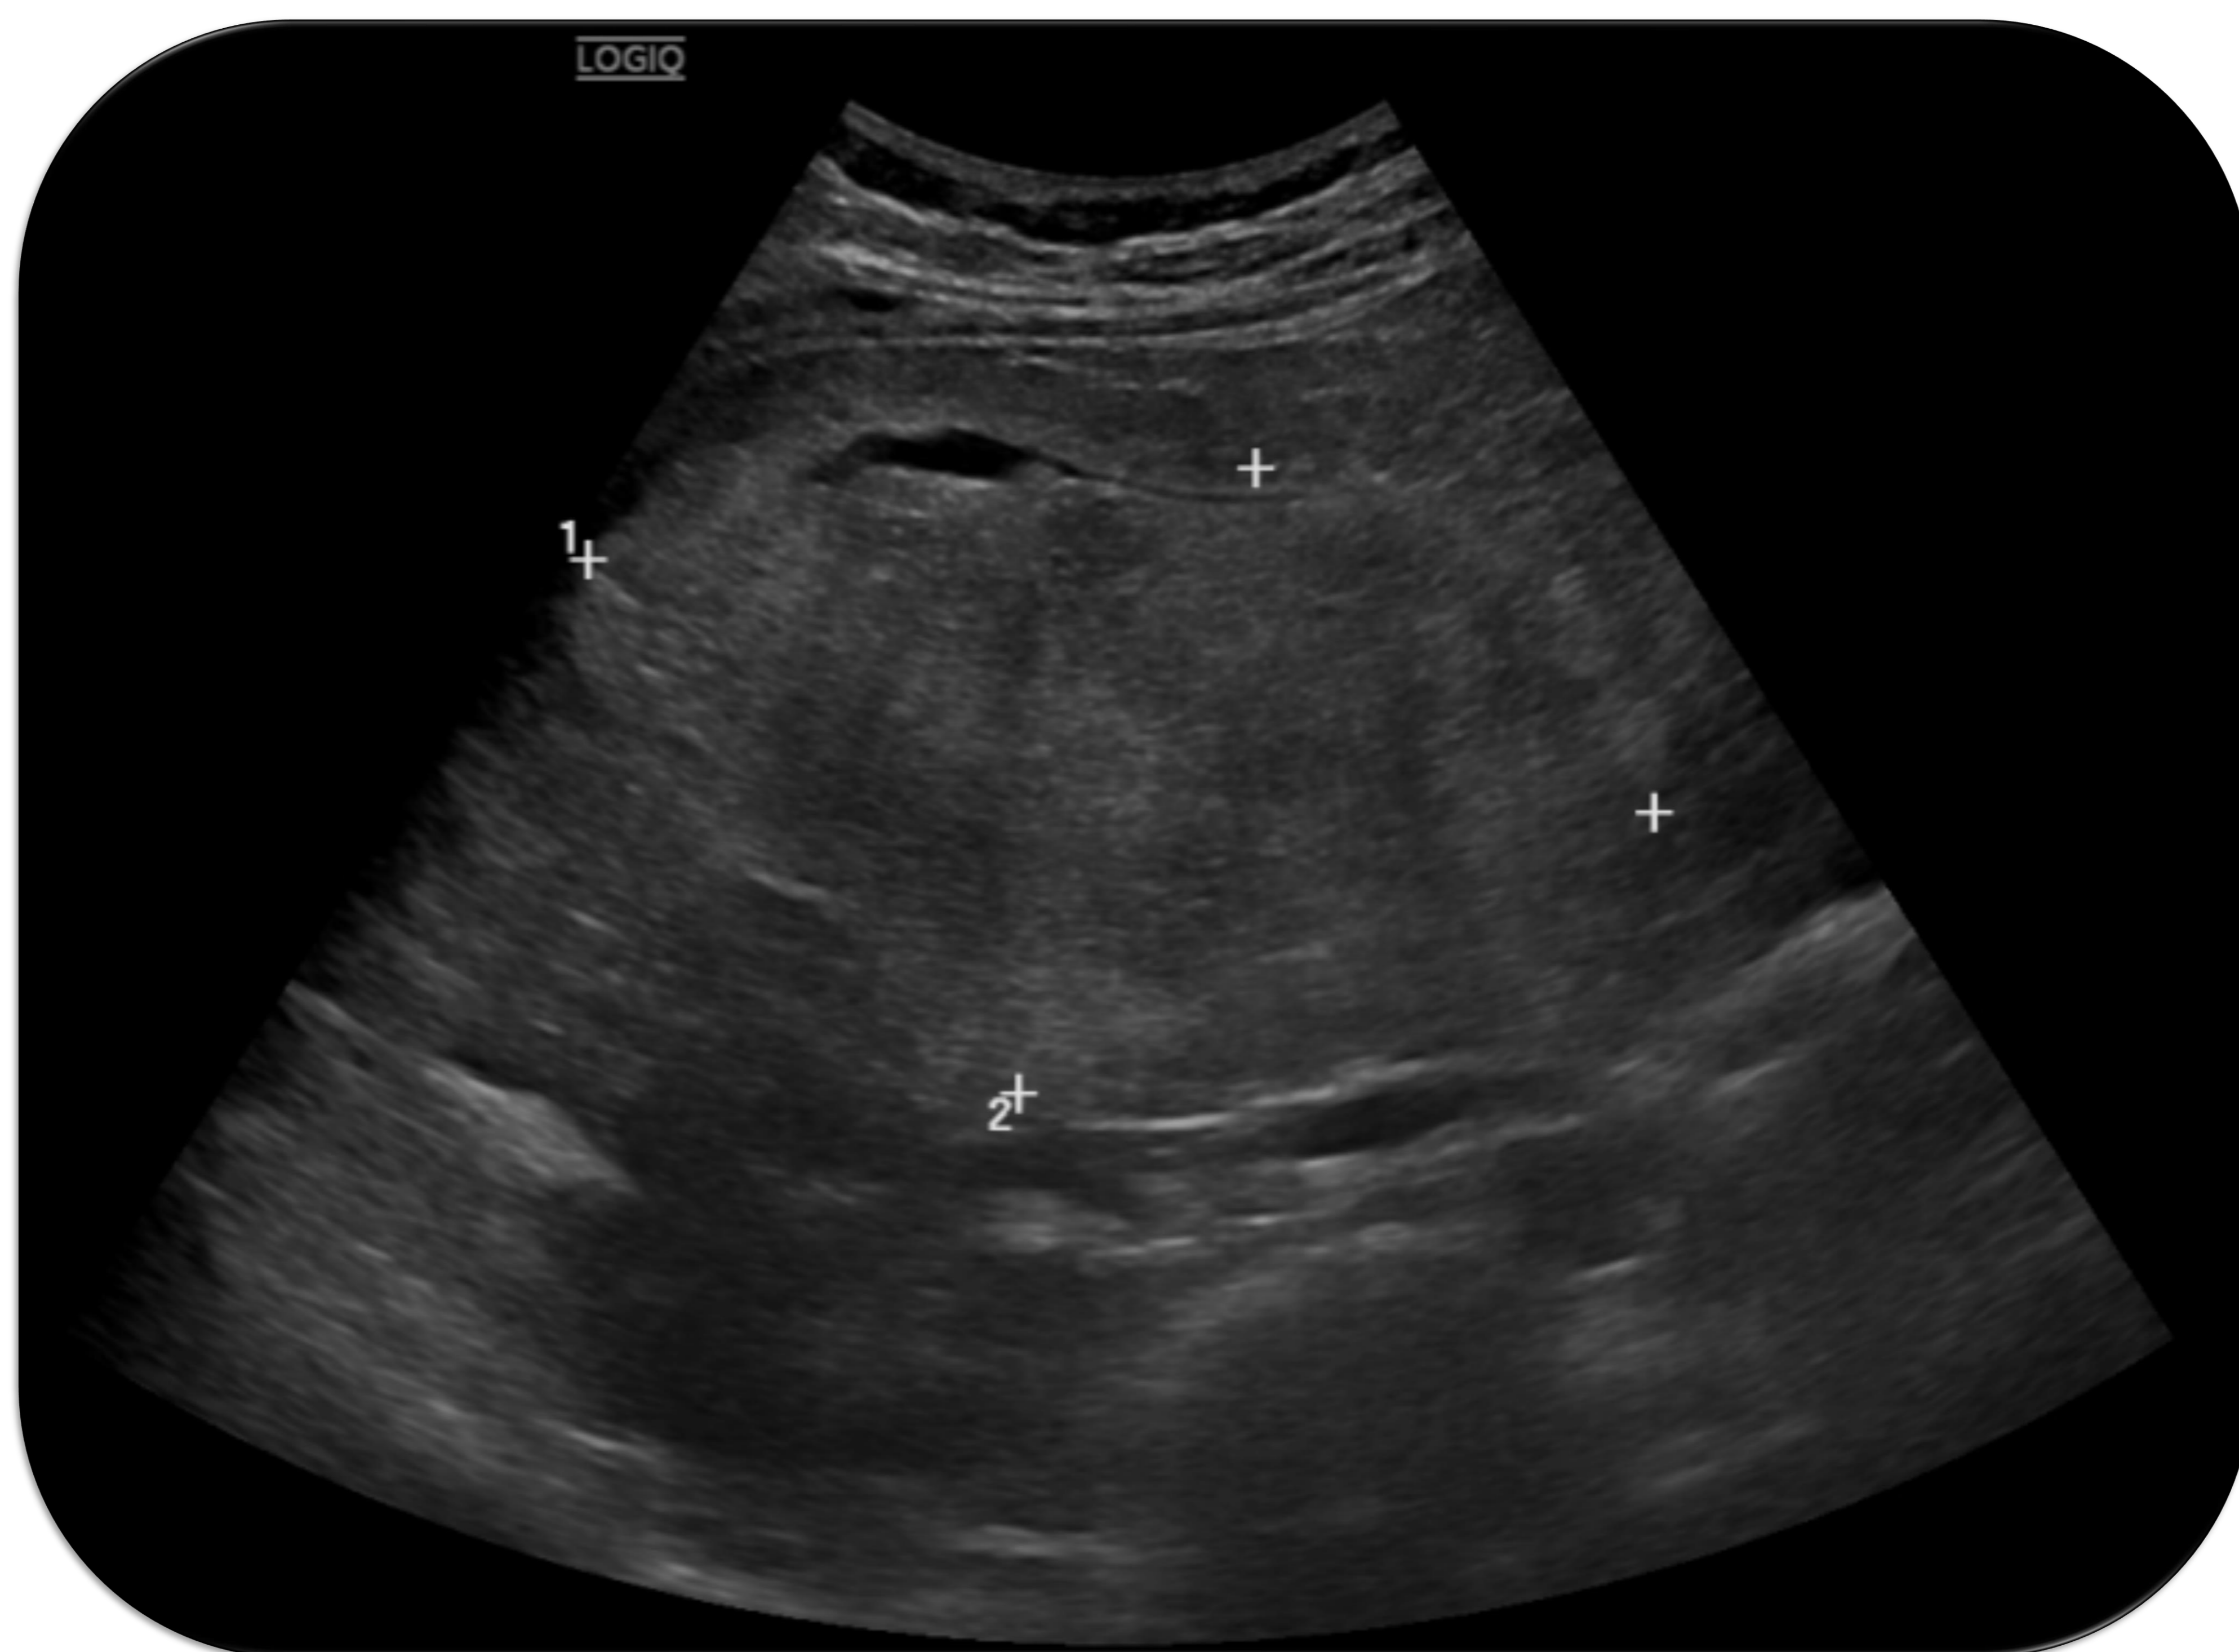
(ecografía abdominal):
